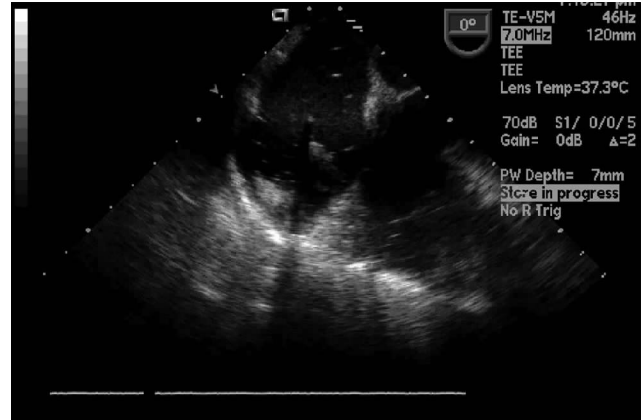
手术中 TEE, 二腔心脏超声心动图检查显示: 右房内看见几个漂浮的栓子
